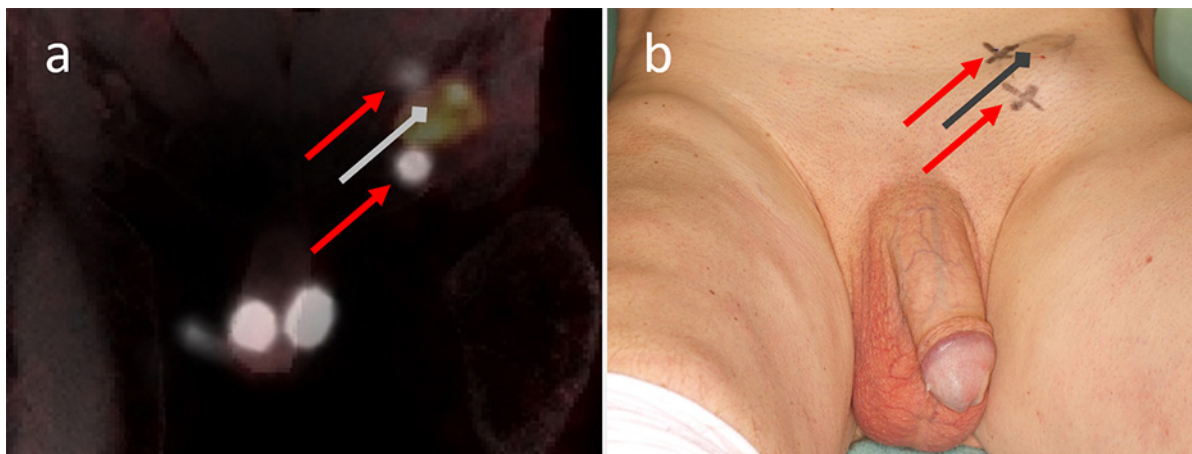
Příklad non-vizualizace sentinelových uzlin. 57letý muž po excizi pT1a dlaždicobuněčného karcinomu penisu s rozvojem lymfatické metastázy v levém tříse 15 měsíců od primárního výkonu, rcT0 cN1 cM0. Předoperačně snaha o scintigrafické značení sentinelové uzliny v pravém tříse. a) Kombinované zobrazení scintigrafie a ^{18}F -FDG (^{18}F -fluorodeoxyglukóza) PET/CT. b) Reálná fotografie s vyznačením polohy uzlin. Dokumentována je blokáda lymfatického toku do postižené uzliny (šedá šipka) a vytvoření by-passů do sousedních uzlin, které se radiokoloidem zobrazily (červené šipky). Navíc nedošlo k označení uzlin na pravé straně. Provedena byla radikální ILND na levé straně s jednou pozitivní uzlinou a mLND vpravo bez záchytu metastáz. Sedm let od výkonu je pacient bez recidivy onemocnění
